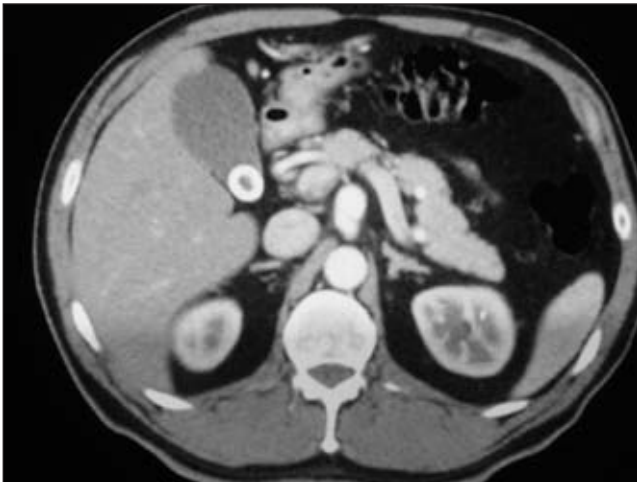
Tomografía abdominal de cortes finos, con contraste, en la que se observa el aneurisma del tronco celiaco.
